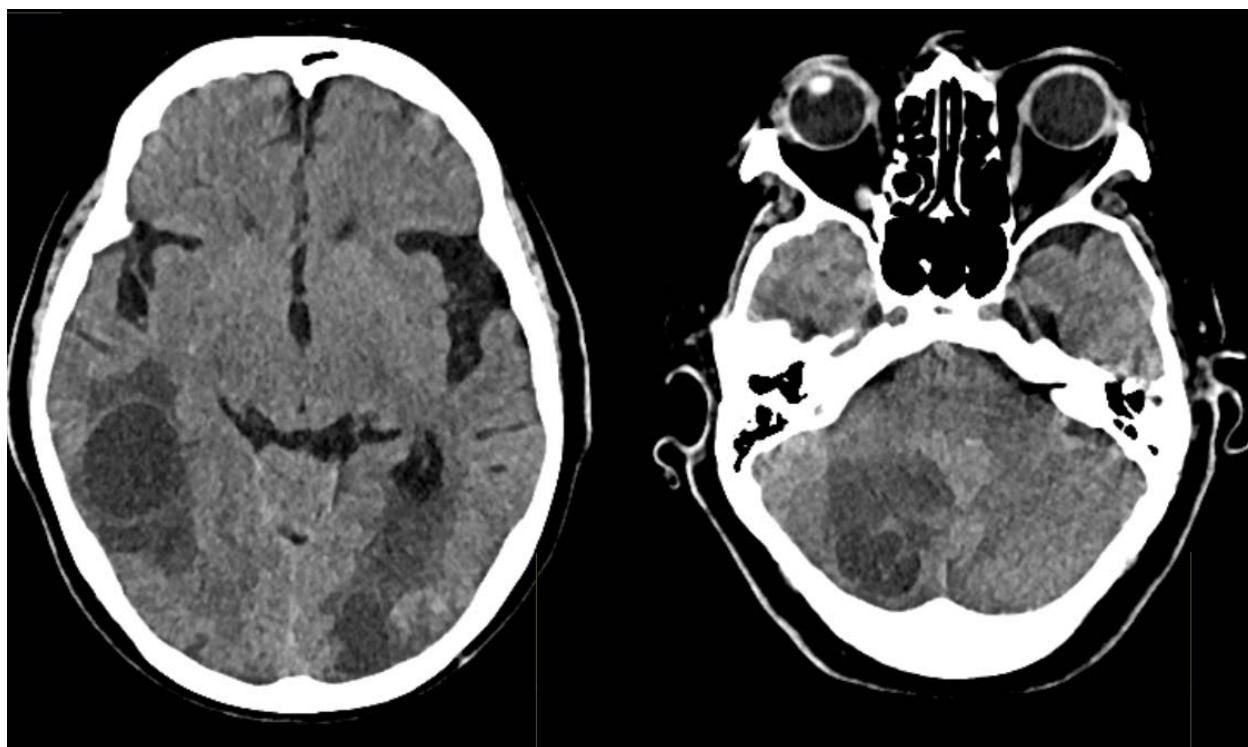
Аксиальные срезы КТ головного мозга бес контрастного усиления демонстрирует многоочаговое поражение головного мозга: в правой височной доли, левой теменной доли, правой и левой гемисферы мозжечка с выраженным перифокальным отеком и развитием окклюзионной гидроцефалии
